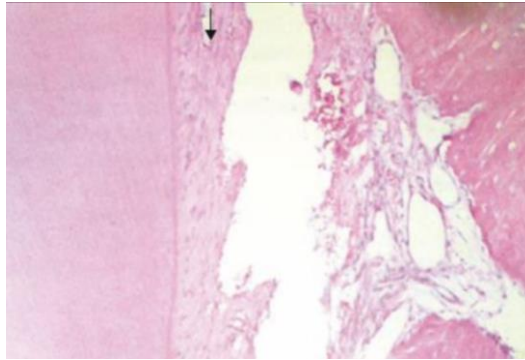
Microtomografía de tejidos de sostén de un diente avulsionado, donde se visualiza la ruptura total del ligamento periodontal
